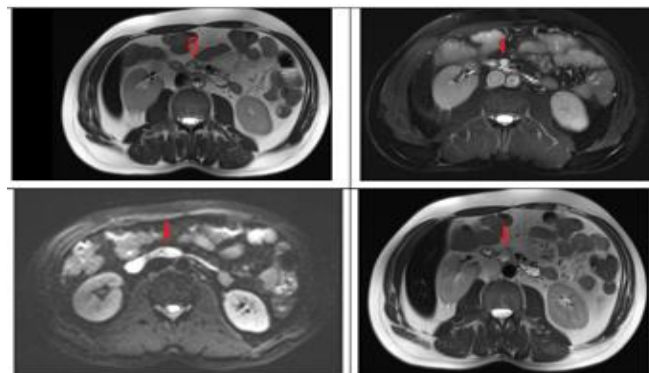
MRI image of the pancreas
